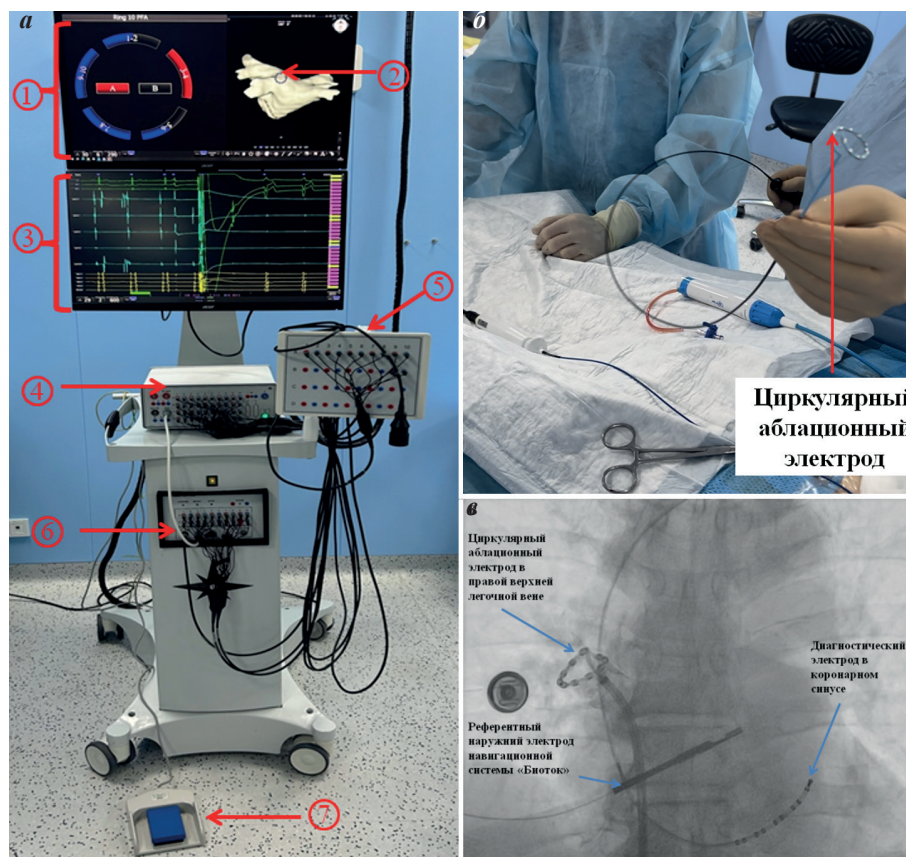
Система абляции импульсным полем: а - внешний вид установки, б - циркулярный управляемый электрод, в - рентгенологическая картина сердца во время процедуры. Примечание: 1 - интерфейс программы Pulsar для управления ходом абляции, 2 - электроанатомическая реконструкция левого предсердия (визуализированы циркулярный абляционный катетер в левом предсердии и диагностический электрод в коронарном синусе) 3 - ЭКГ и электрограммы на электрофизиологической системе во время воздействия, 4 - усилитель сигналов, 5 - пин-бокс, 6 - генератор, 7 - педаль для нанесения воздействия.
